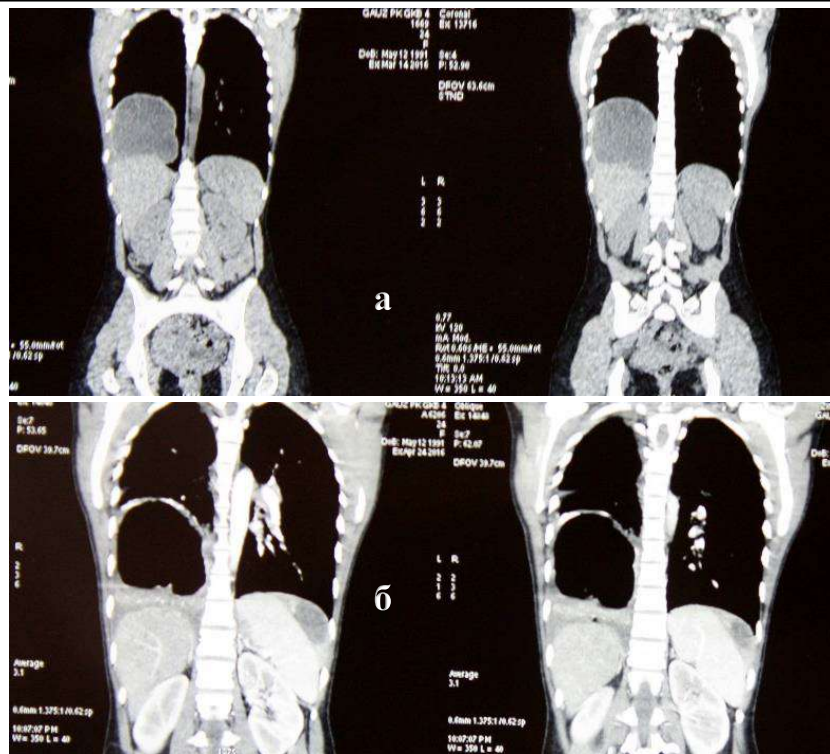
Эхинококковая киста правого легкого до (а) и после (б) прорыва в трахеобронхиальное дерево. Компьютерная томография, фронтальный срез.
